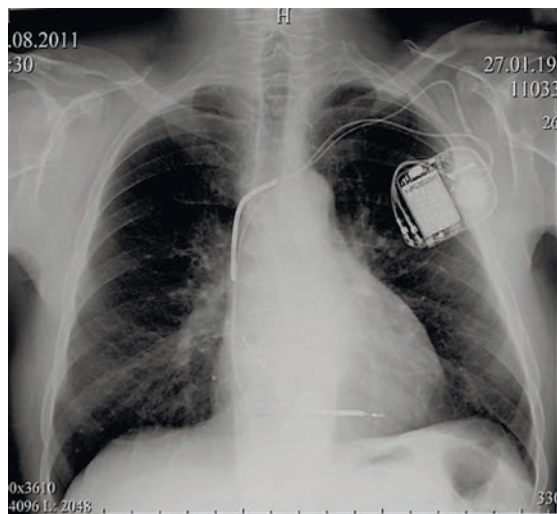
Рентгенограмма больного с имплантированным двухкамерным кардиовертером-дефибриллятором; предсердный электрод расположен в проекции ушка правого предсердия; желудочковый электрод с двумя шокowymi спиралями; белая стрелка указывает на шокую спираль в верхней полой вене и правом предсердии, черная стрелка указывает на шокую спираль в правом желудочке. На шокowe спирaли от ИКД подается электрический разряд с энергией до 40 Дж (собственное наблюдение).
